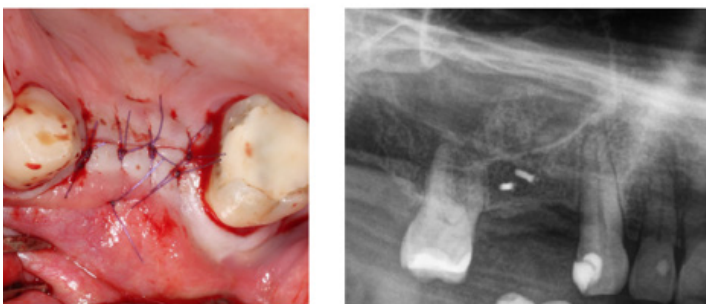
Links: Speicheldichter Wundverschluss mit Rückstich- und Einzelknopfnähten. Abb. 8b: Rechts: Postoperative Röntgenkontrolle
